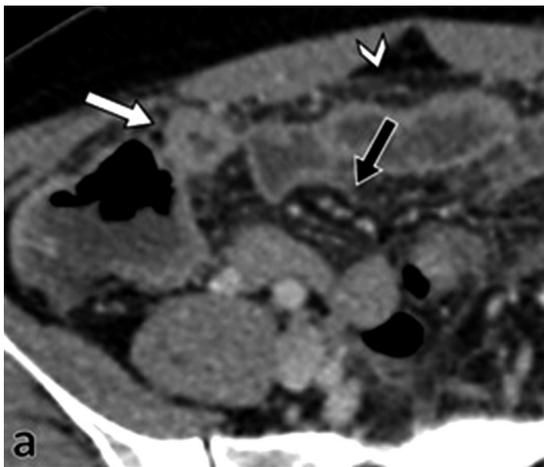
Enteritis. Imagen axial (a) de Tomografía Computarizada (TC) con contraste en fase portal que demuestra engrosamiento parietal del íleon con edema submucoso (flechas blancas) asociado a edema e ingurgitación venosa en el mesenterio ileal de la fosa iliaca derecha (flechas negras). Destaca igualmente la presencia de engrosamiento peritoneal difuso (cabeza de flecha).
